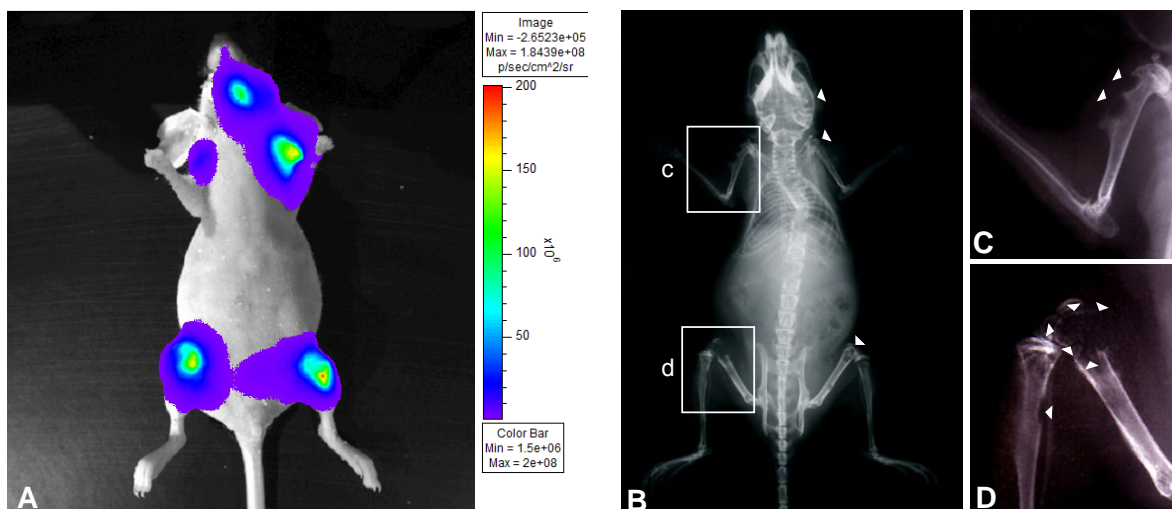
2: Biolumineszenz-Bildgebung und Röntgenaufnahme im Vergleich
